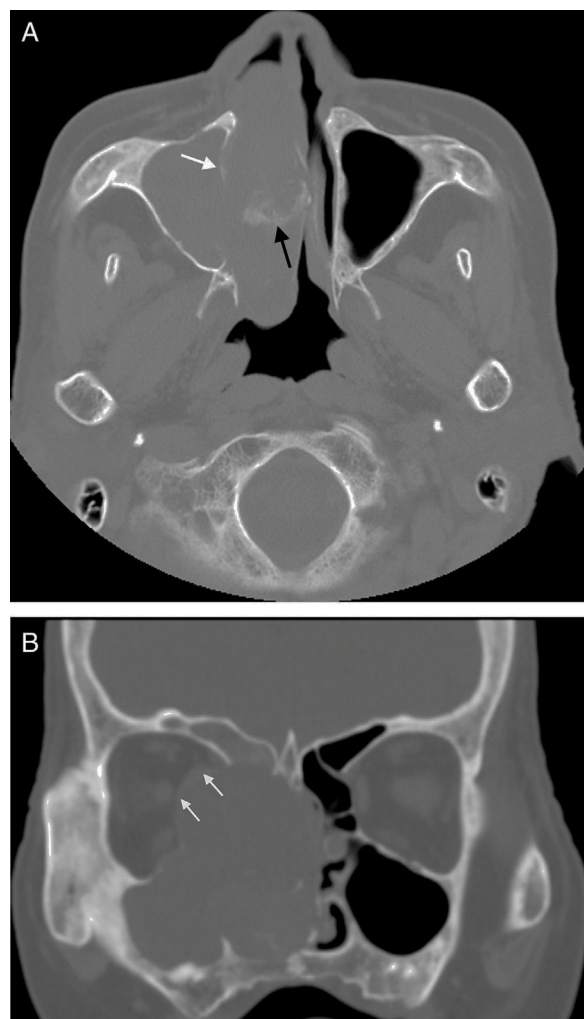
(A) A TC axial mostra a lesão de tecido mole no seio paranasal e na cavidade nasal. A destruição óssea da parede medial do seio maxilar é aparente e a margem é obscura (seta branca em A). Presença de calcificação irregular na lesão (seta preta em a). (B) A TC coronal mostra que o corpo principal da lesão está no seio etmoidal e na cavidade nasal e afeta a lâmina óssea orbitária direita com compressão do reto medial (seta branca em B). A parede óssea do seio etmoidal direito, o seio maxilar direito e o seio frontal direito encontram-se comprometidos.
